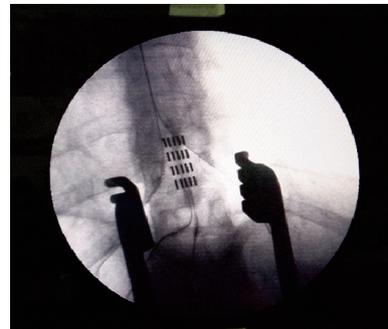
Radiographie de contrôle de la bonne position de l'électrode
